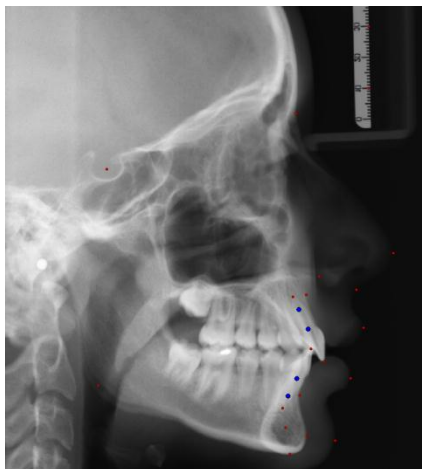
Telerradiografia digital de perfil com os 17 pontos anatômicos e 2 pontos de calibração
